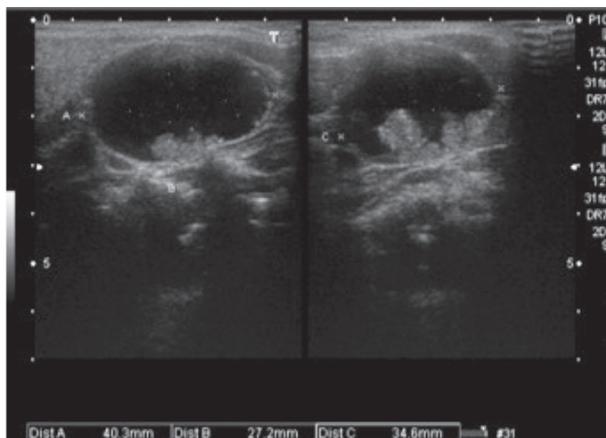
Ecografia cervical de partes moles, revelando formação quística complexa, circunscrita, de conteúdo líquido, com vegetações intraquísticas sólidas, com 40 x 27 x 35 mm, na face antero-lateral esquerda do pescoço, infraparotídea e anterior ao eixo vascular, independente da parótida, da glândula submaxilar homolateral e da tiroide.
